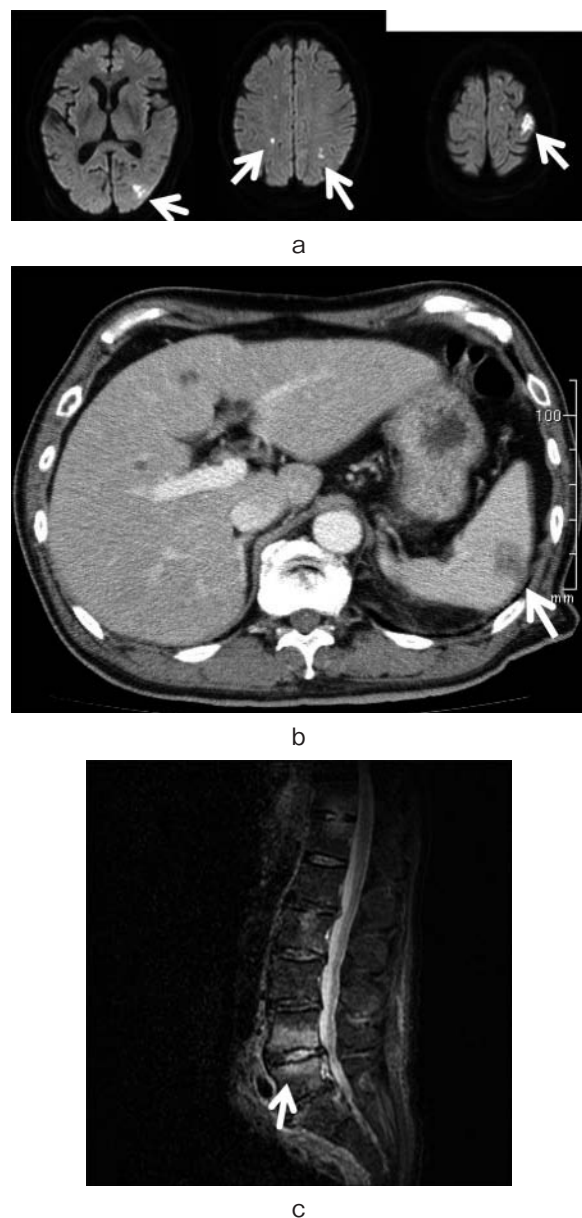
a: Diffusion-weighted magnetic resonance imaging (MRI) of the brain shows multiple cerebral infarction (arrow). b: Abdominal computerized tomography (CT) shows splenic infarction (arrow). c: Magnetic resonance imaging (MRI) of lumbar spine shows high intensity lesion of the 4th and 5th lumbar spine (sagittal section, T2-weighted) (arrow).
